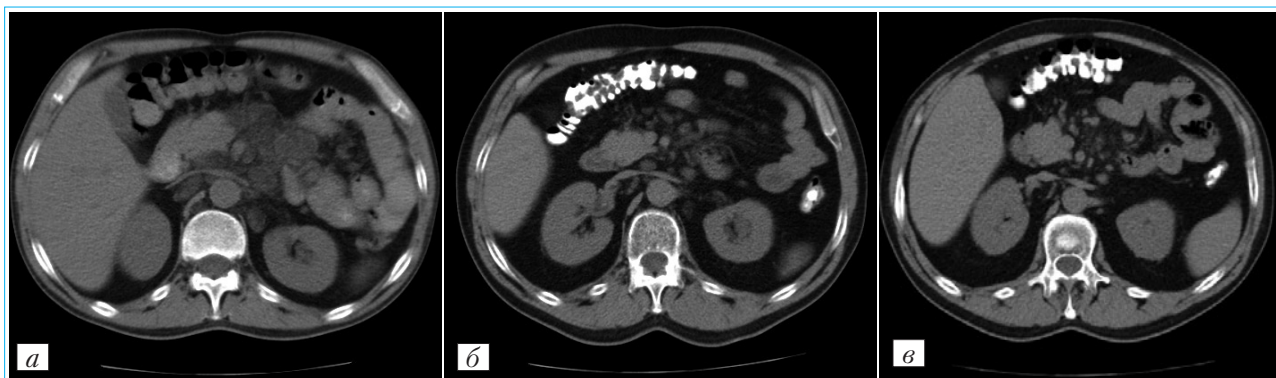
Компьютерные томограммы больного Г.
